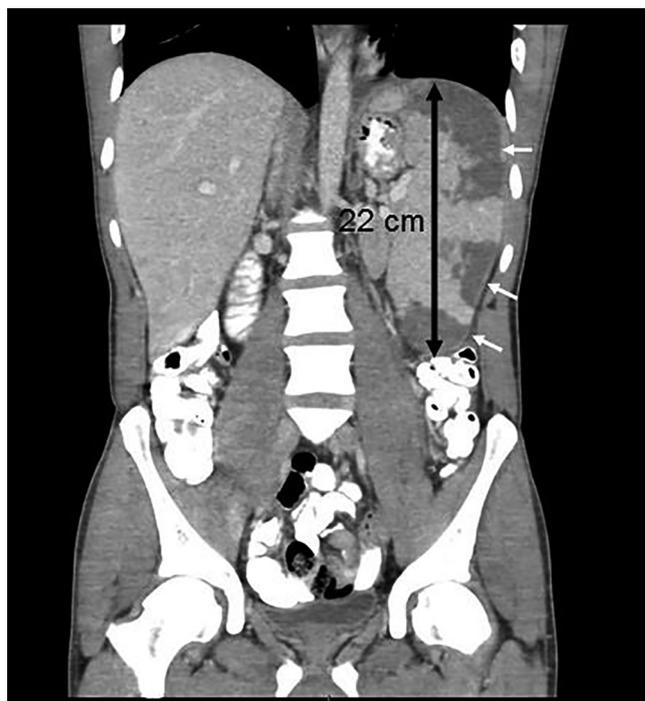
Imagem coronal multiplanar de TC abdominal contrastada aumentada demonstra baço marcadamente ampliado com extensão de 22 cm (seta preta com medida), com múltiplas hipodensidades periféricas bem definidas em cunha, altamente sugestivas de múltiplos infartos esplênicos (setas brancas)
